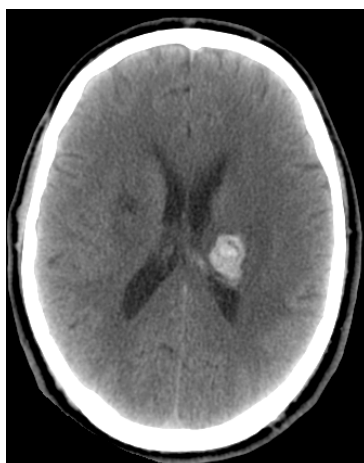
TC crânio-encefálica, corte axial, revelando hemorragia tálamo-capsular esquerda.
